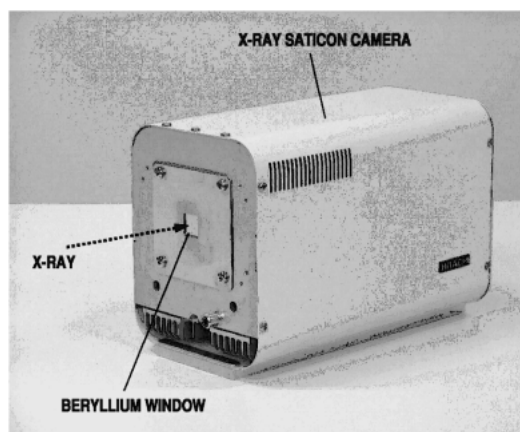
A view of an X-ray direct conversion type detector. The camera head incorporates an X-ray direct-sensing pickup tube SATICON. Absorbed X-rays in the photoconductive layer of the tube are directly converted into electron-hole pairs, and signal charges are read out by electron beam scanning.
